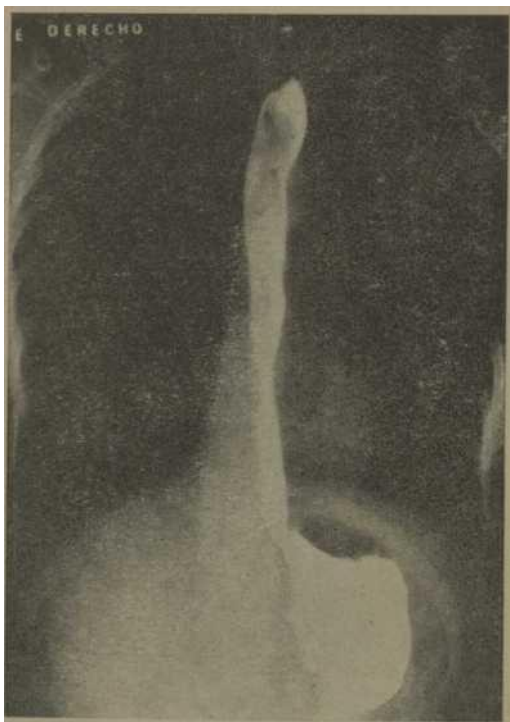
Radiografía de esófago que muestra el calibre normal del misino después de haber completado la dilatación con sonda de Bard No. 44.
